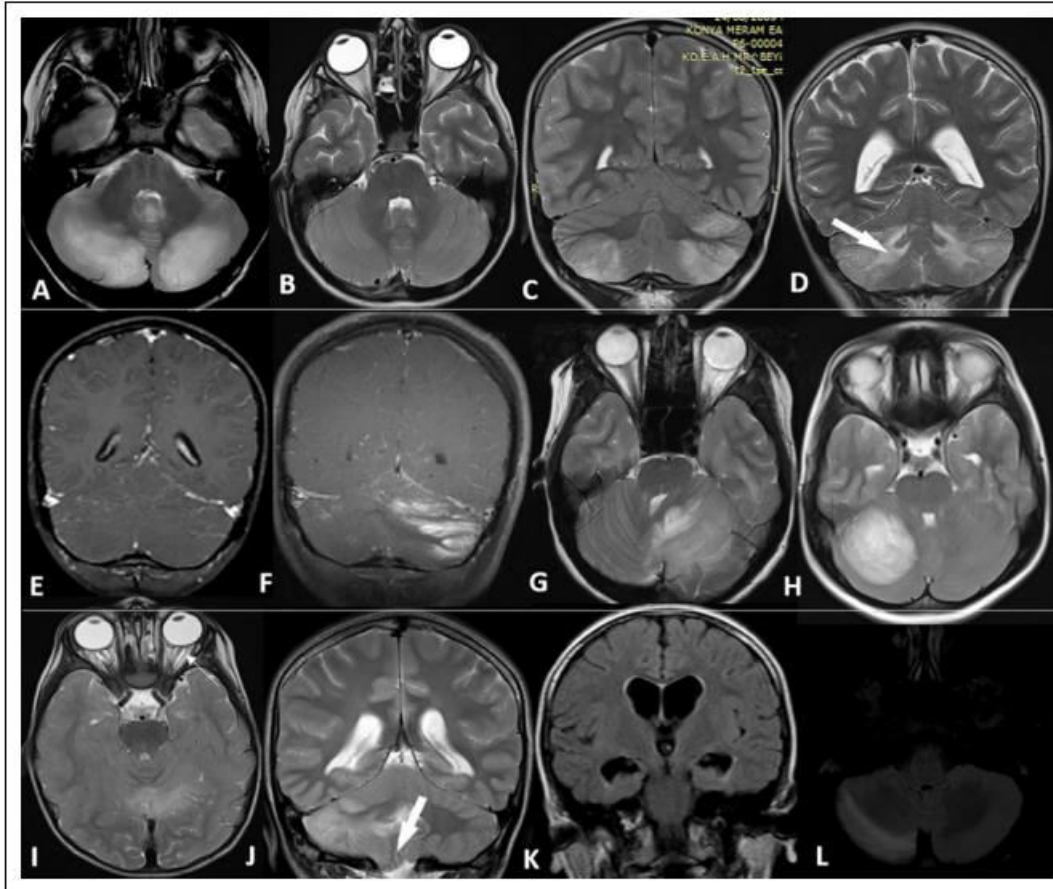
Multiplanar magnetic resonance images (MRIs) show a potpourri of imaging features of patients with cerebellitis. Axial T2-weighted images show diffusely affected cerebellum by varying degrees: (A) severe and (B) mild. Coronal T2 images reveal cortical (C) and white matter involvement (D, arrow), whereas coronal postcontrast T1-weighted images reveal 2 different contrast enhancement pattern: (E) leptomeningeal and (F) parenchymal. Axial T2-weighted images show pseudotumoral hemicerebellitis in 2 different patients (G, H). Note findings of increased intracranial pressure in 3 different patients with cerebellitis: enlarged optic sheath (I, arrow), tonsillar herniation (J, arrow), and hydrocephalus (K). Axial fluid-attenuated inversion recovery image shows increased T2 signal intensity on cortex of right cerebellum on follow-up 6 months later (L).
